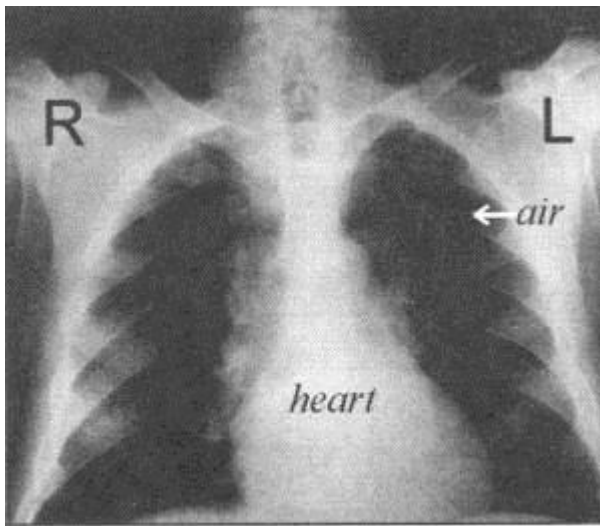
Chest X-ray, front view
